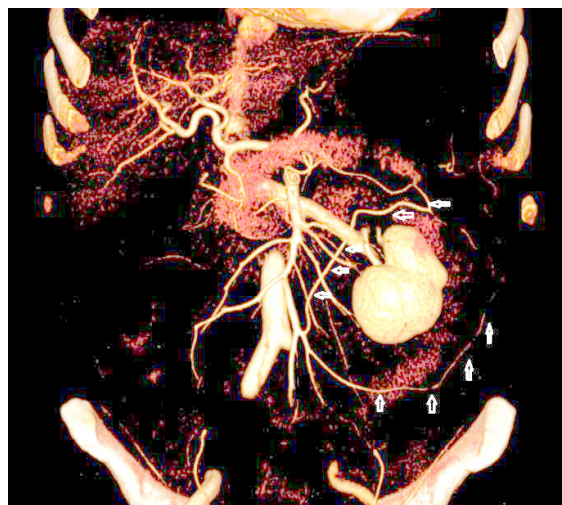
3Д-КТ-ангіографія: дуга Ріолана (поперечні стрілки) та крайова артерія Дрюмонда (поздовжні стрілки).
